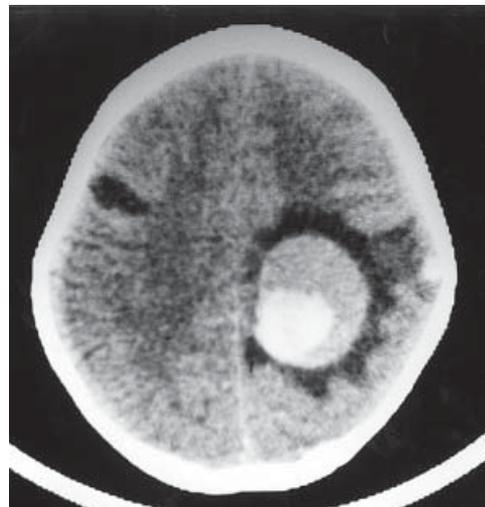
Tomografia evidenciando três lesões: a primeira, hiperdensa parassagital parietal esquerda com dupla densidade e hematoma adjacente, com efeito de massa importante circundada por zona de edema; a segunda, ao lado dessa, pequena, hiperdensa de 0,5 cm de diâmetro, na corticalidade parietal; a terceira lesão é contralateral, estando sobre área motora direita, hipodensa, sem efeito de massa.
